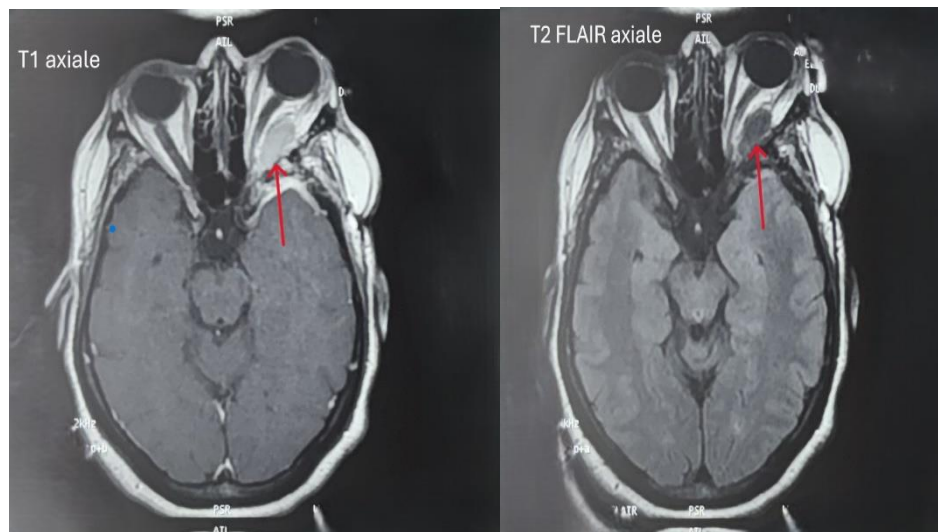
IRM encéphalique de la patiente B.F de contrôle après 1 an en coupe axiale pondérée T1 et T2 FLAIR montrant un aspect quasi stable du méningiome temporo-sphéno-orbitaire gauche (flèche rouge)
